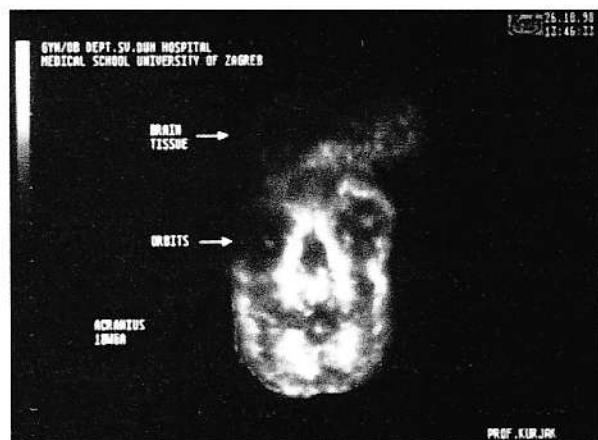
Acranus, 18 weeks' gestation depicted in surface mode 3-D sonography.
